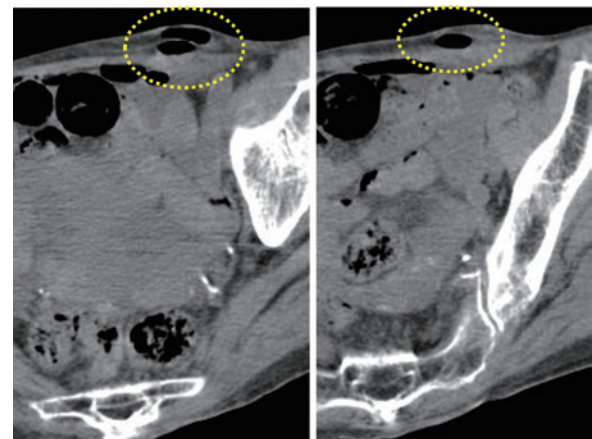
腹部単純CT所見：左下腹部の前方アプローチ鼠径ヘルニア直視下腹修復術創の腹壁筋層内に気腫像を認めた
